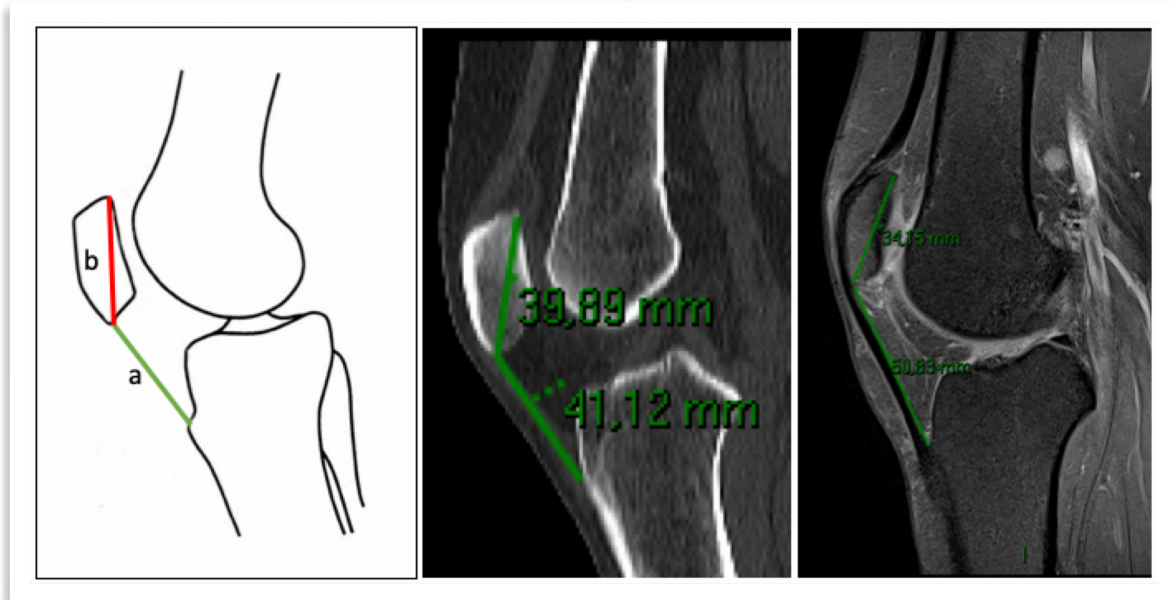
Índice de Insall Salvatti: Se calcula a/b . Valor normal: 0,8-1,2 Valores de Insall Salvatti modificado para RM: 0,74-1,5
